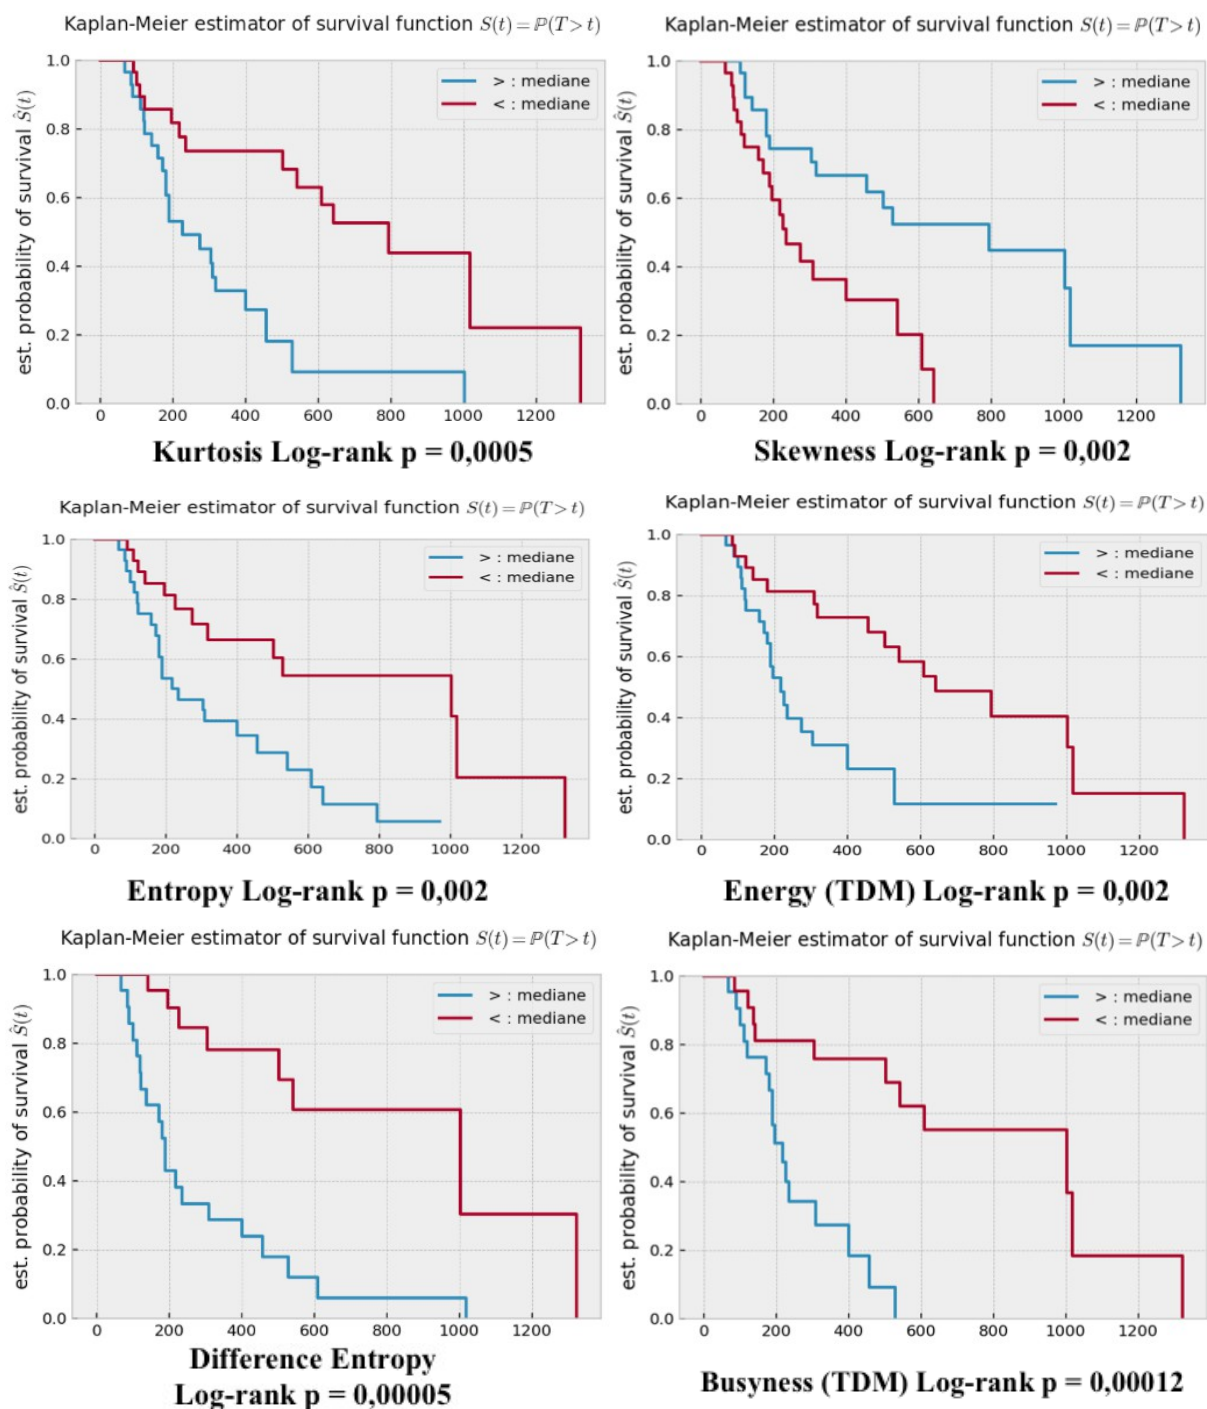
Courbes de survie globale en fonction des paramètres radiomiques TEP et TDM les plus discriminatifs.
